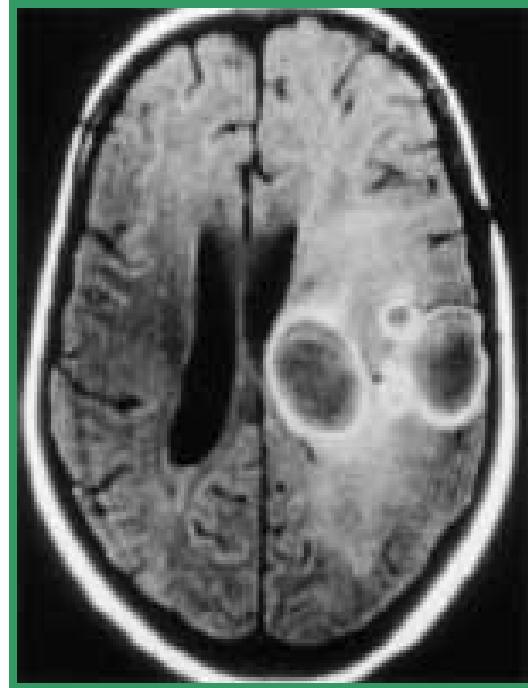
Multipli moždani apsesi, sagitalni presjek na magnetnoj rezonanciji
